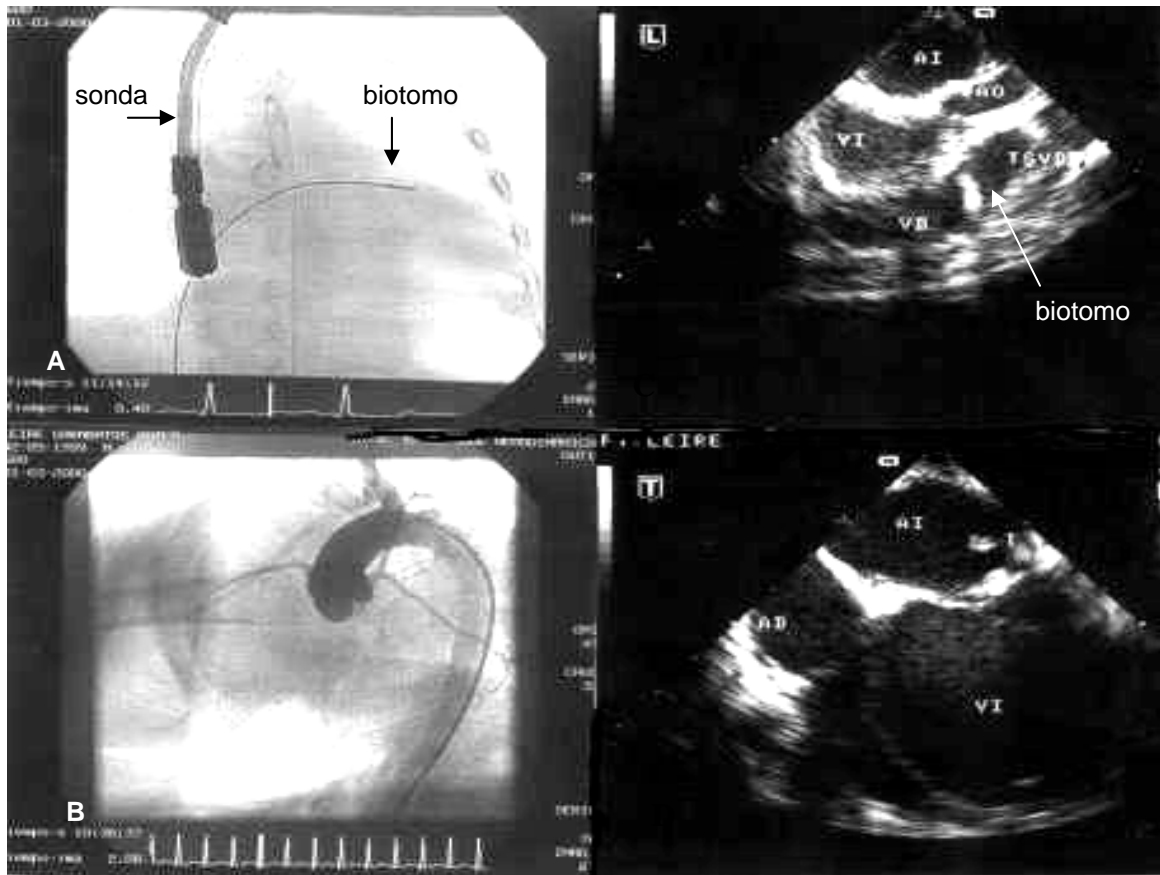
Biopsia Miocárdica. A- Imagen radiológica: Anteroposterior de tórax. Sonda Transesofágica y Biotomo. B. Aortograma con visualización de las arterias coronarias normales. C- Plano longitudinal: Biotomo en el tracto de salida del Ventrículo Derecho. D- Ecocardiograma: plano transversal 4-Cámaras: Ventrículo Izquierdo muy dilatado.
